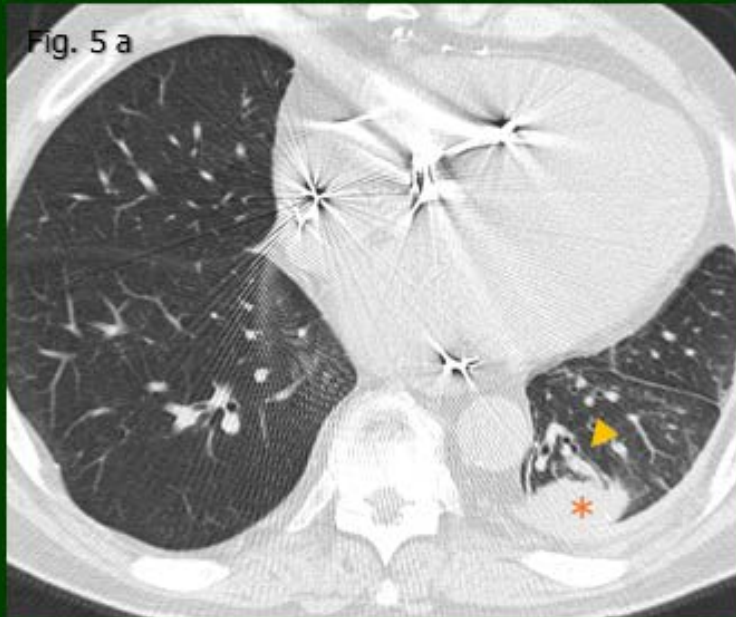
a, b, c y d: TC de tórax sin contraste con ventana de parénquima pulmonar, cortes axiales: pérdida de volumen del lóbulo inferior izquierdo, asociado a opacidad redondeada de base pleural (asterisco) con convergencia de vasos y bronquios "signo de la cola de cometa" (cabeza de flecha).
